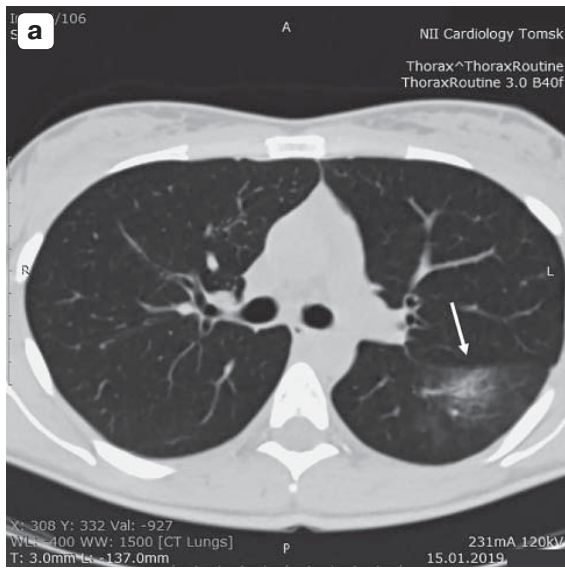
Томограммы грудной клетки пациентки К., 22 лет, поступившей с острой внебольничной сегментарной пневмонией слева. а – СРК-томограмма; б – МР-томограмма в T2-взв. режиме на том же уровне среза, что и СРК-томограмма; в – МР-томограмма в T1-взв. режиме. Очаг воспалительного поражения отмечен стрелкой на СРКТ-срезах (а).
